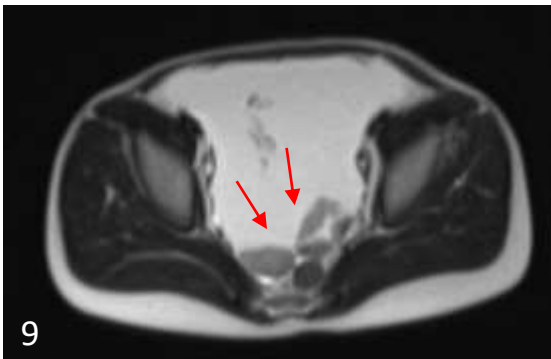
RMN secuencia T2 HASTE a nivel de la pelvis: se observan áreas hipointensas compatibles con coágulos (flechas).
